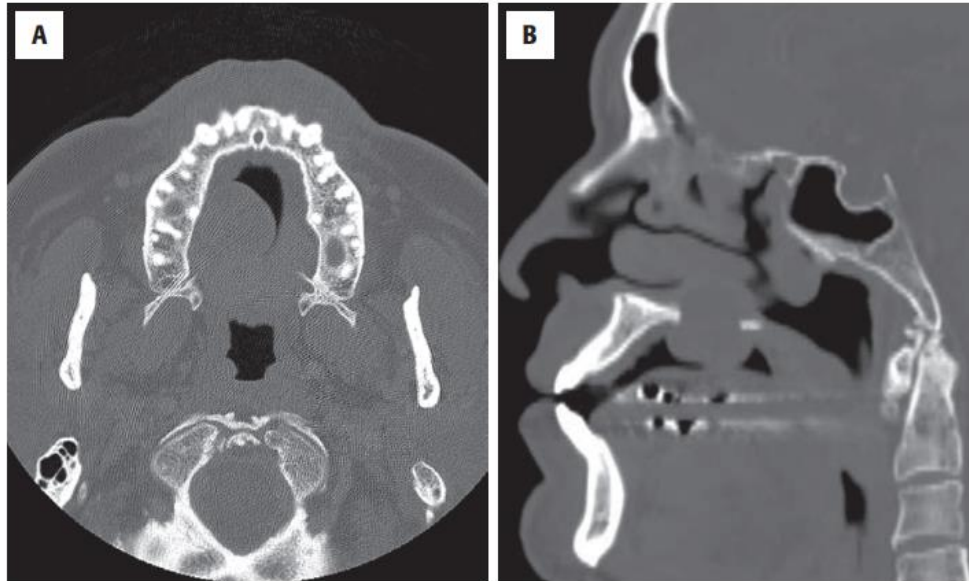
Un tumor dentro del paladar muestra una proyección en la cavidad oral (A), mientras se destruye el suelo óseo de la cavidad nasal (B), en estas tomografías computarizadas de carcinoma adenoide quístico. ²⁴
